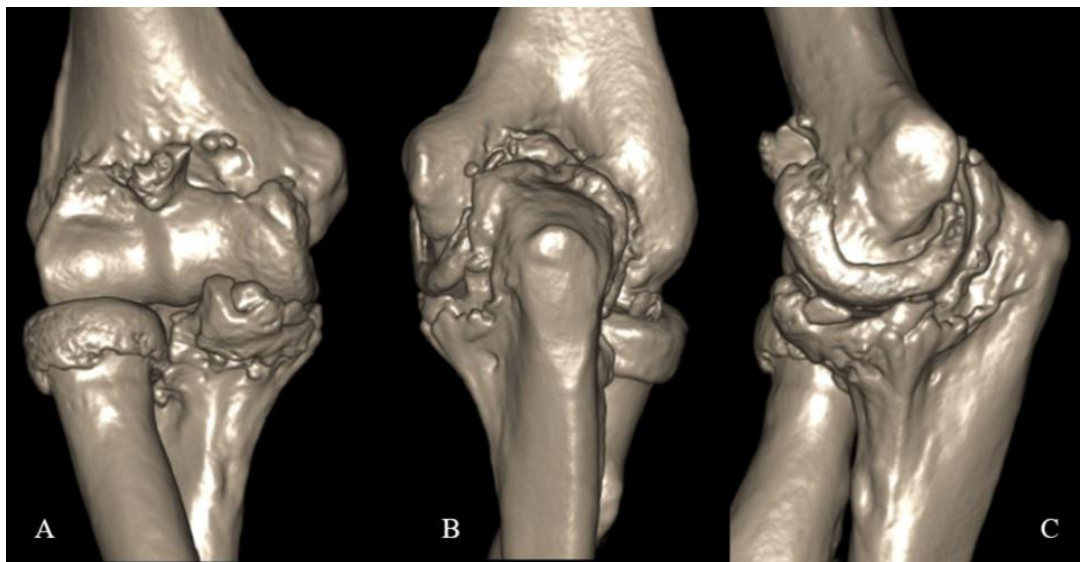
Трехмерная реконструкция пораженного оссификатами локтевого сустава, выполненная на основании МСКТ: А – передний отдел сустава; В – задний отдел; С – медиальный отдел
